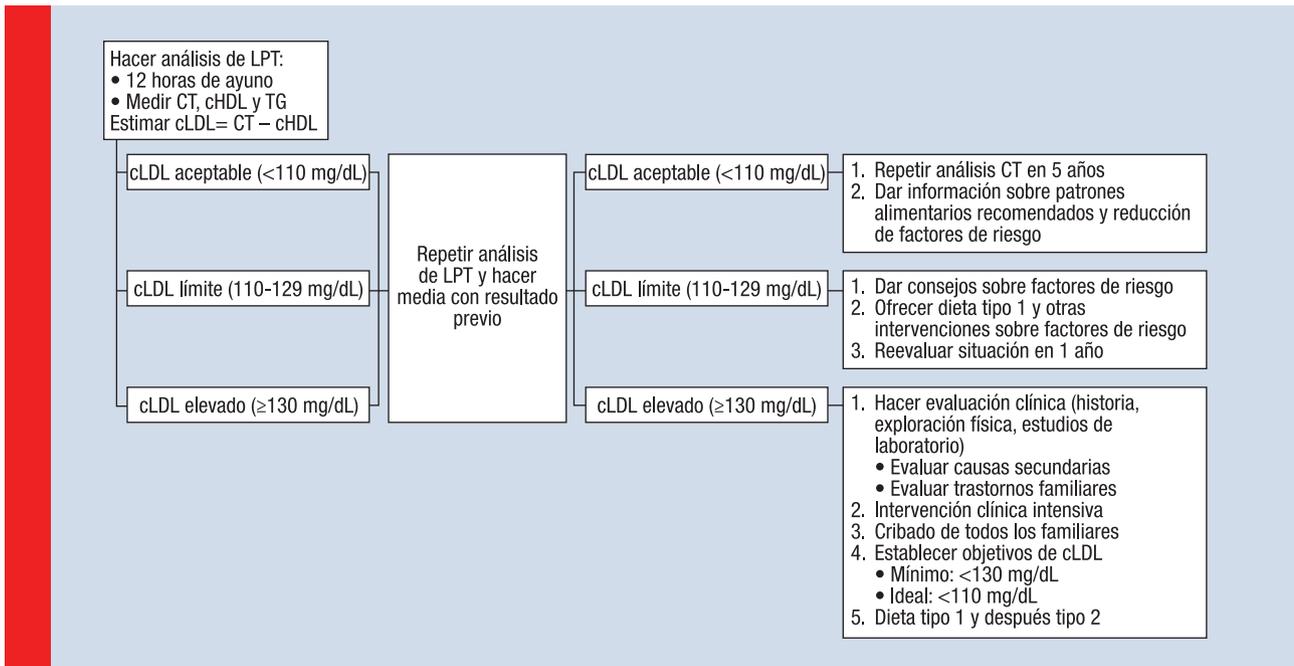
Clasificación, formación y seguimiento basado en el cLDL (según el NCEP⁶⁴). CT: colesterol total; LPT: lipoproteínas; TG: triglicéridos
